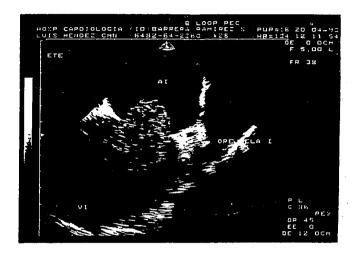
ECOCARDIOGRAMA TRANSESOFAGICO EN UN PACIENTE CON MIXOMA AURICULAR IZQUIERDO. EN DIASTOLE EL TUMOR OCLUYE POR COMPLETO LA VALVULA MITRAL Y OCUPA PORCIONES DEL VENTRICULO IZQUIERDO.
